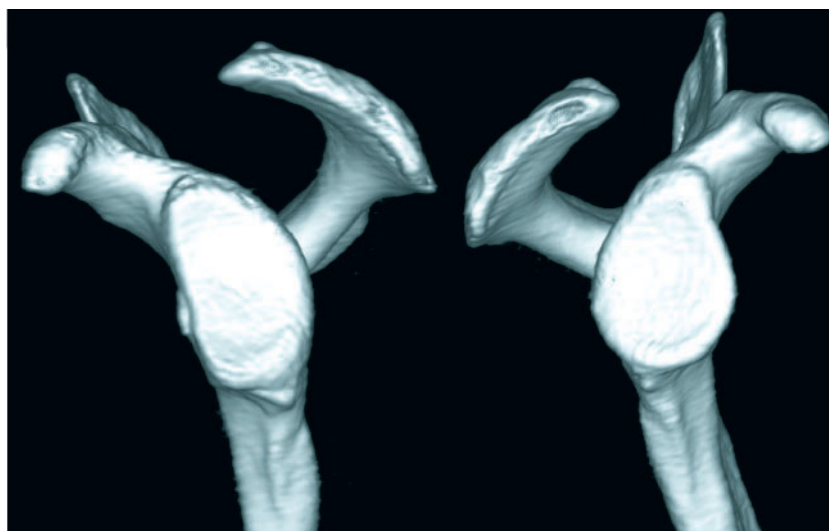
3D-CT-Rekonstruktion der Skapula mit „en face view“ des Glenoids. Links zeigt sich ein großer knöcherner Substanzverlust am vorderen Pfannenrand.
